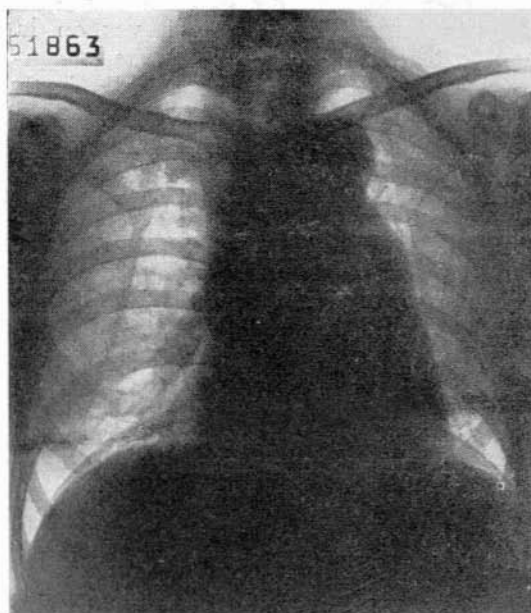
Radiografía del tórax. Obsérvese el ensanchamiento de la aorta descendente.
